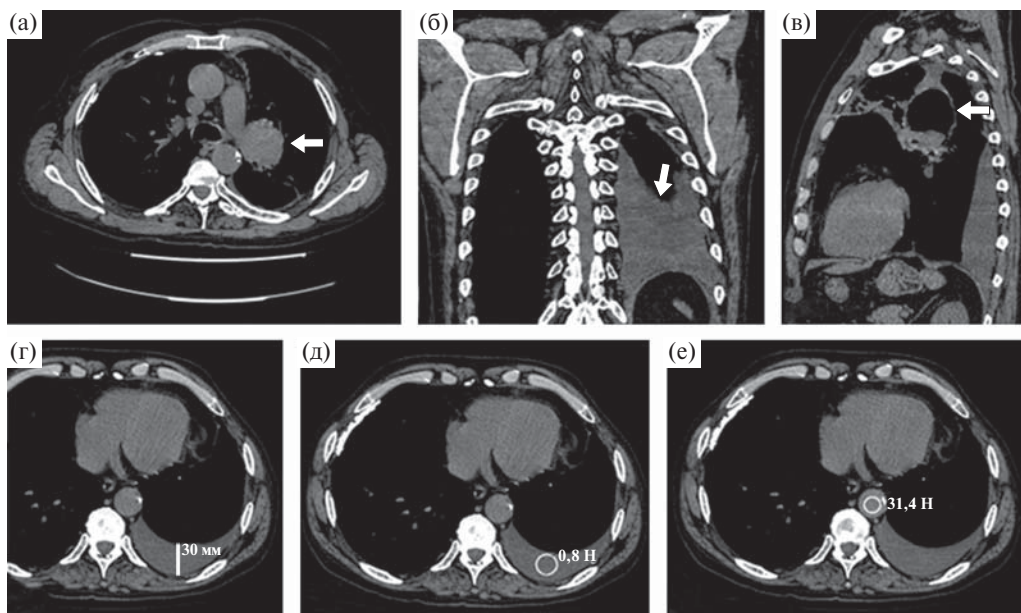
Больной 59 лет. а – каудальный фрагмент капсулы; б – выпот в плевральной полости; в – капсула; г – переднезадний размер выпота; д – плотность выпота; е – плотность крови в аорте. Трансверсальный срез (а) и мультипланарные реконструкции КТ в прямой (б) и левой боковой (в) проекциях органов грудной клетки. Средостенное электронное окно. Депонирование жидкости над куполом диафрагмы (стрелка). г–е – трансверсальные срезы.
